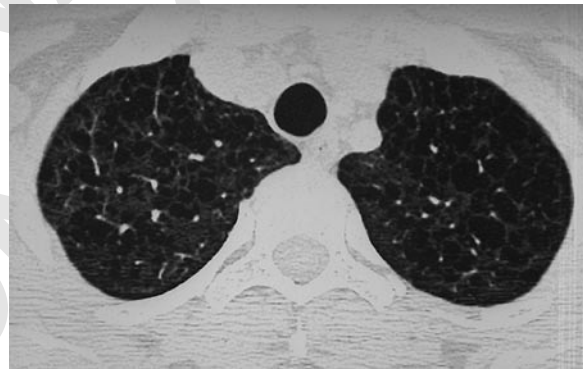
HRCT – the upper lobes are involved to a similar degree such as on figure 1.
